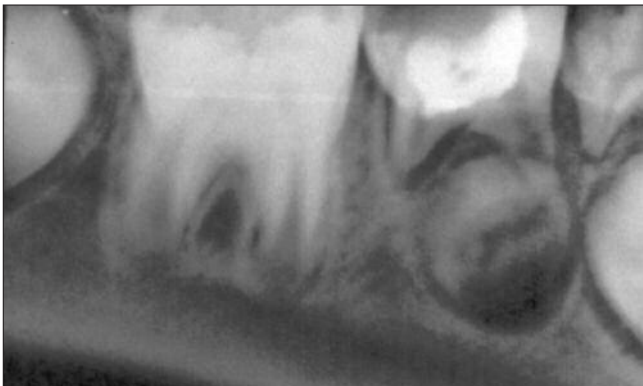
Radiografia periapical do lado direito após 3 meses
